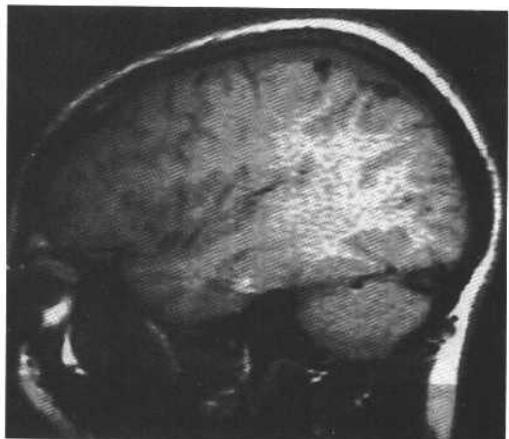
急性外伤性血肿与右中颅凹硬膜外血肿。A、B: T2加权轴位像示左颞叶大血肿(位于岩部上方)。血肿内可见红细胞沉积与血浆形成的液-液平面(血细胞比容效应)。注意右颞血肿较小但也含有液-液平面。右中颅凹前方不均质血肿使一条软膜静脉移位(弧线形低信号结构)。C: 经右颞叶T1加权像证实硬膜外血肿压迫右颞极,使右颞叶凹陷。D、E: 同一天的CT扫描更好显示右中颅凹硬膜外出血,与MRI显示明确的血肿不同,CT仅诊断为脑出血性挫伤。注意CT上所见的硬膜外高密度区,在MRI上则显示为等信号灶。
